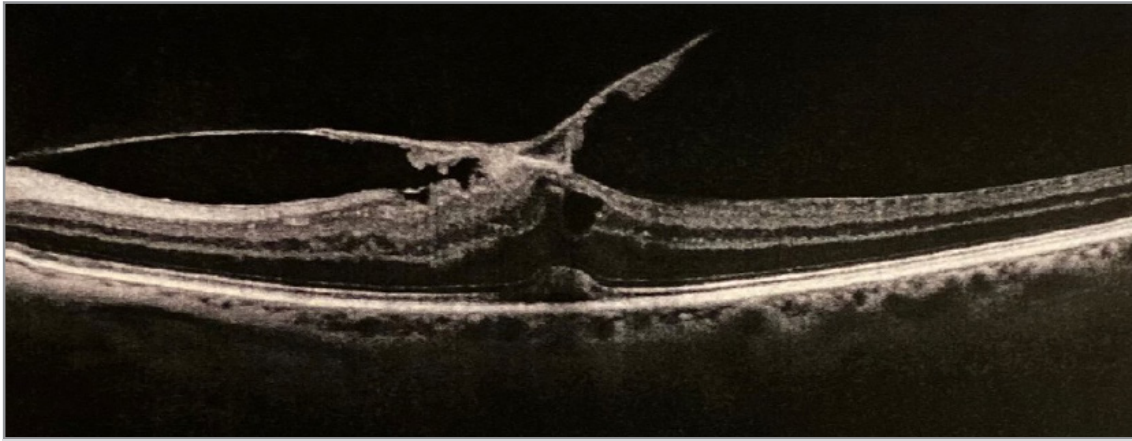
Trazione Vitreo-maculare rilevata alla Tomografia Ottica Computerizzata (OCT)
